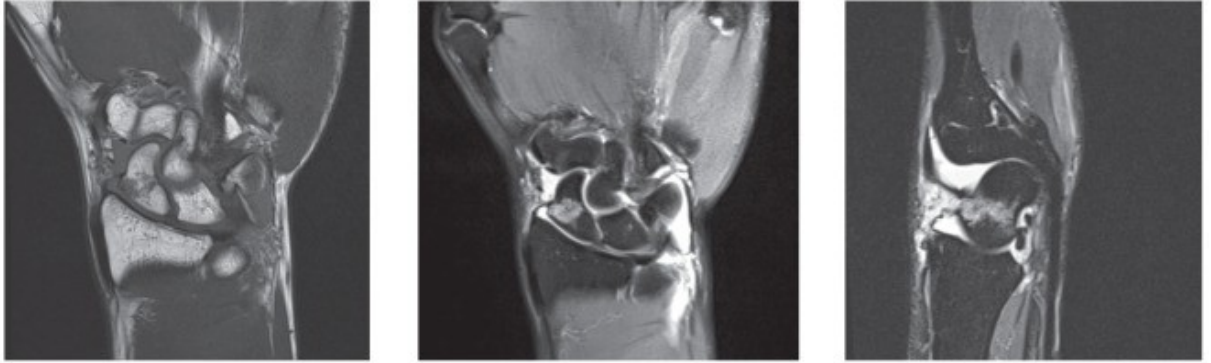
Protocollo RM polso per indagine completa. AST Pesaro - Urbino
